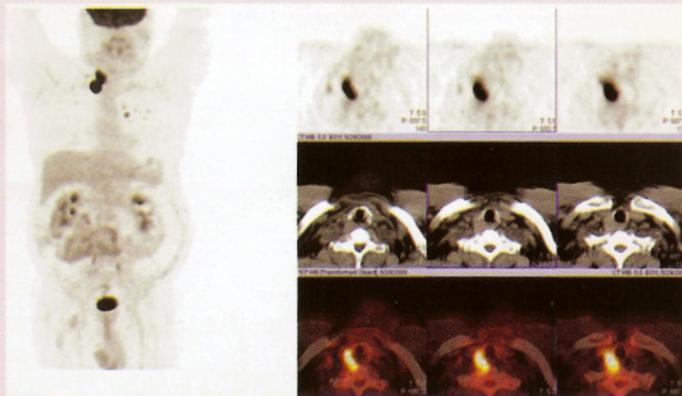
IMAGEN #6 – PET-CT Híbrido positivo en paciente con Yodo 131 negativo.
